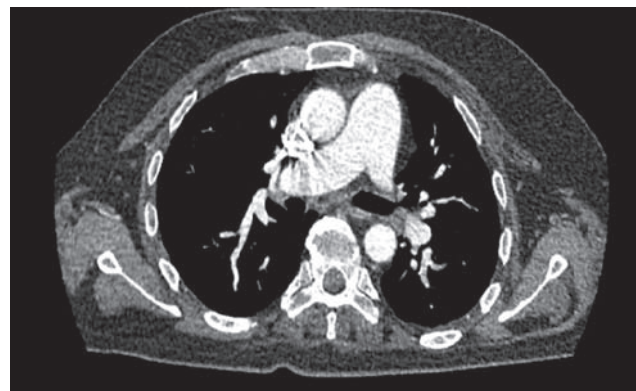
Компьютерная томограмма грудной клетки с контрастированием
